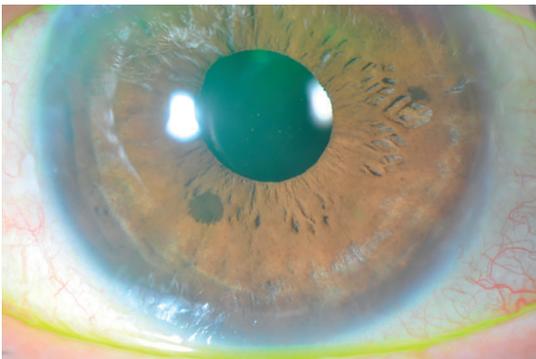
Queratitis Estromal Inducida por Presión (PISK). Paciente con pérdida brusca de agudeza visual a los pocos días de la intervención. En lámpara de hendidura los hallazgos pueden pasar inadvertidos, pero un examen cuidadoso detecta el sutil acúmulo de fluido en la interfase que se confirma fácilmente por tomografía de coherencia óptica. Por ello, estos pacientes pueden dar valores normales o incluso bajos de presión intraocular si la tonometría se hace en el área central, a pesar de que la fisiopatología de base es una hipertensión ocular corticorrespondedora.
